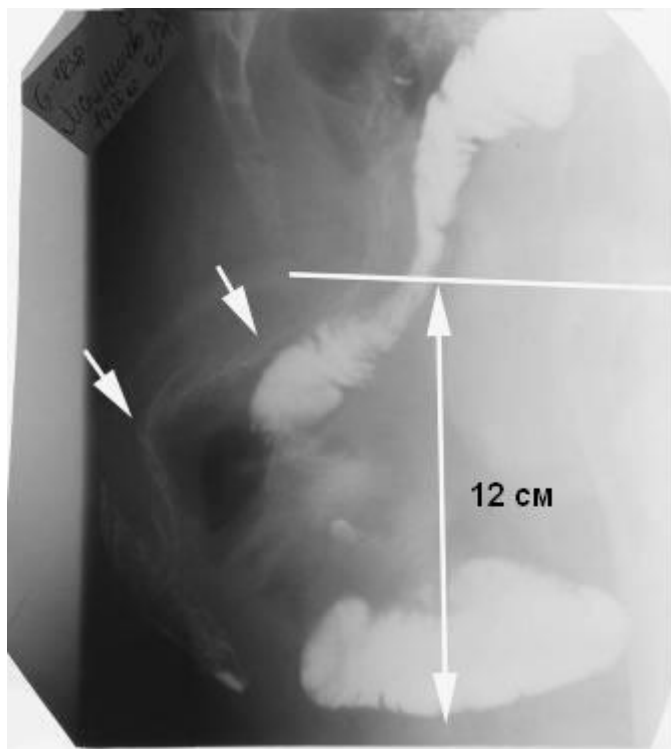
Боковая рентгенограмма прямой и тонкой кишок б-ной М., 41г. (и/б 3545-2000г.) Фаза натуживания. Энтероцеле. Тонкая кишка располагается вдоль передней стенки опорожнившейся прямой кишки (стрелки) на 12 см ниже лобково-копчиковой линии и на 2 см выше кожи промежности (простая стрелка).
